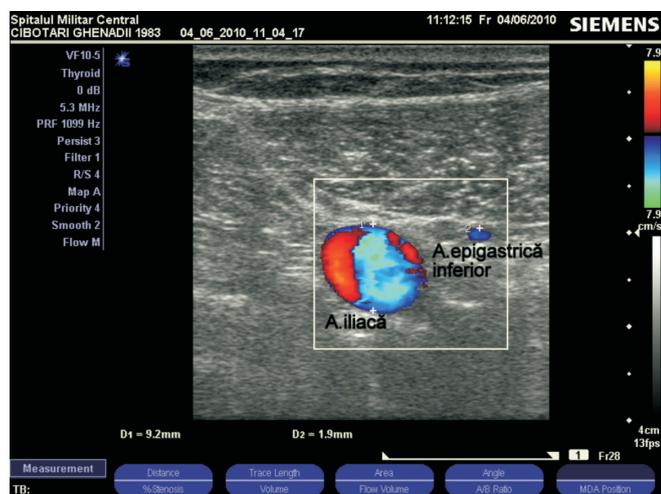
Ecografia regiunii inghinale. Vasele iliace și a. epigastrică inferioară. Modul de examinare Doppler color.
